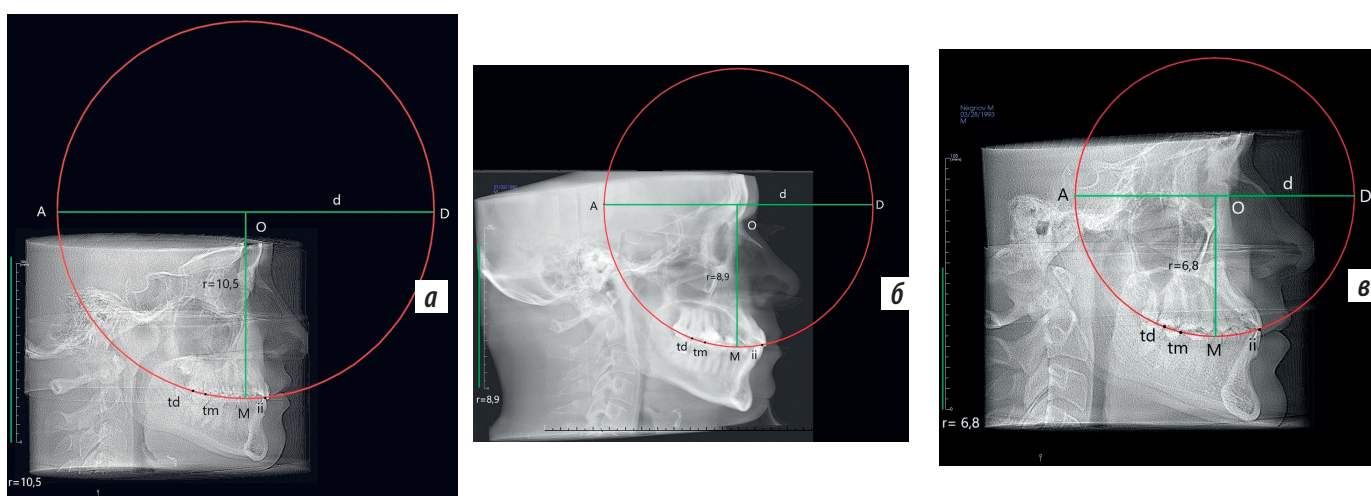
Исследование параметров окклюзионной сферы на КТ в боковой проекции головы пациентов с: а — брахигнатическим; б — мезогнатическим; в — долихогнатическим строением лицевого скелета черепа
